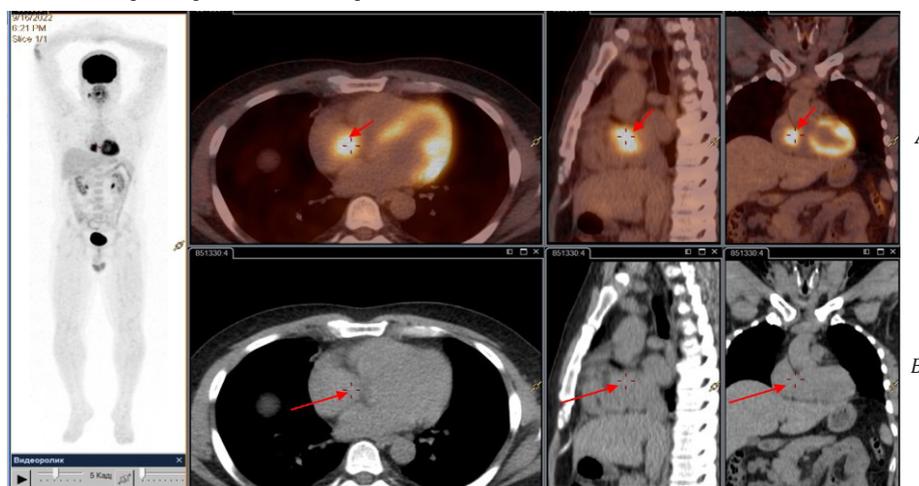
ПЭТ/КТ-исследование (А) - выявлено метаболически активное образование правого предсердия, не определяющееся на нативном КТ-скане (В)
